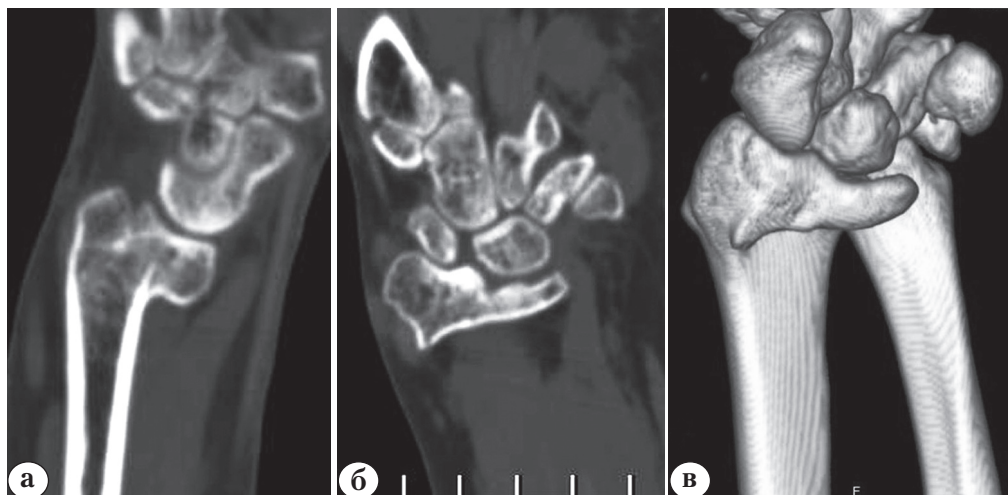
Компьютерные томограммы кистевого сустава пациентки Н., 55 лет, до операции:
